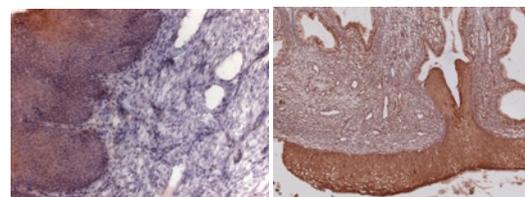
IL-1Ra 左 CT(+), 右 CT(-)
